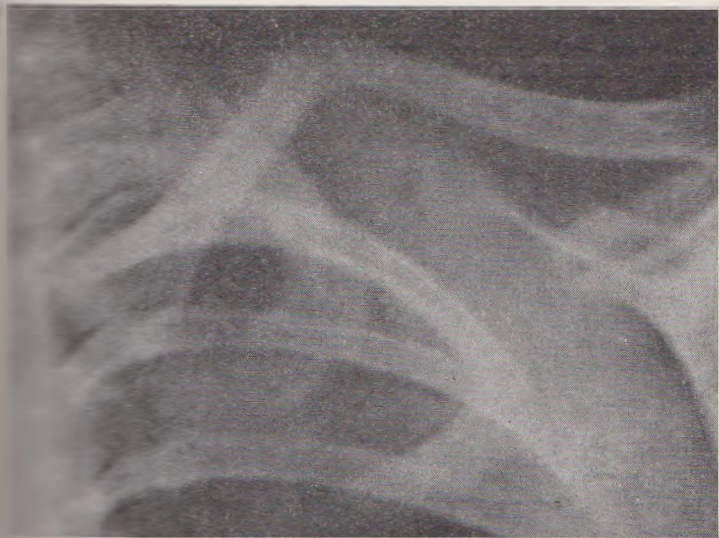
Рентгенограмма поднадкостничного перелома ключицы.
